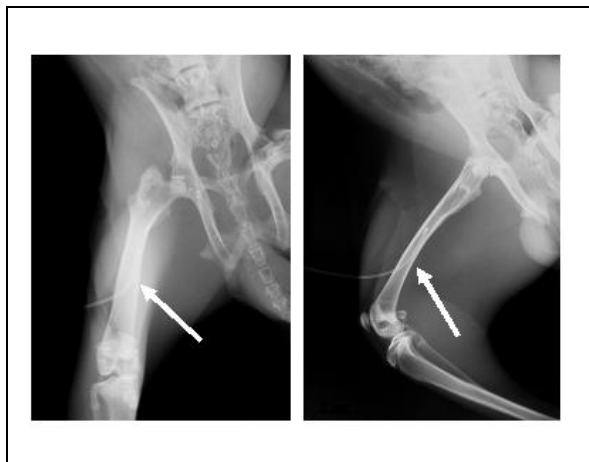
アンジオカテーテル挿入後の家兔大腿骨 X線
